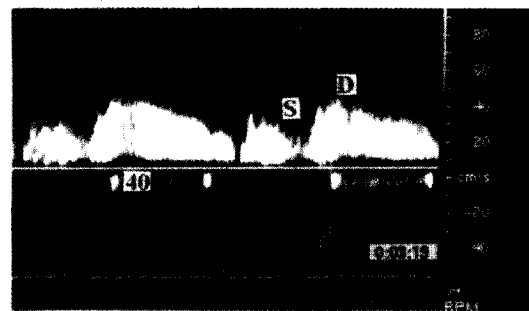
Eco transtorácico con Doppler pulsado en la región mediostadial de la arteria descendente anterior. Típica patente bifásica normal en donde la velocidad diastólica duplica la velocidad del período sistólico. S: VCBS (velocidad coronaria basal sistólica). D: VCBD (velocidad coronaria basal diastólica).
